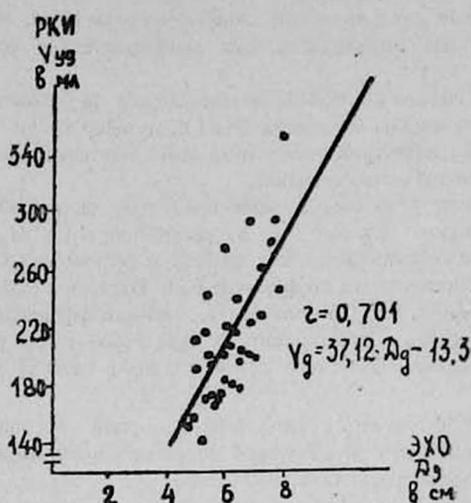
Корреляция эхокардиографического диастолического размера полости левого желудочка (ЭХО,  $D_d$  в см) и рентгенокимографического диастолического объема полости (РКИ,  $V_d$  в мл).
